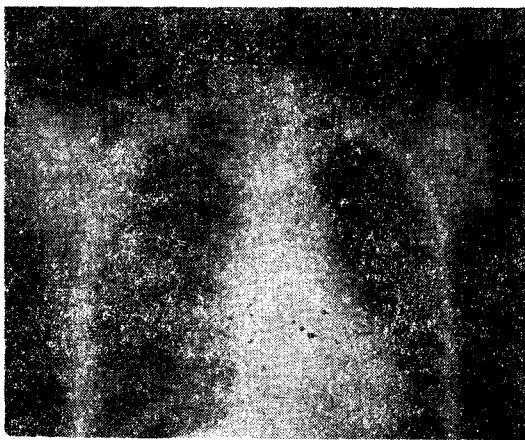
Chest roentgenogram of the case of resolving lobar pneumonia, rt. lower lobe.
